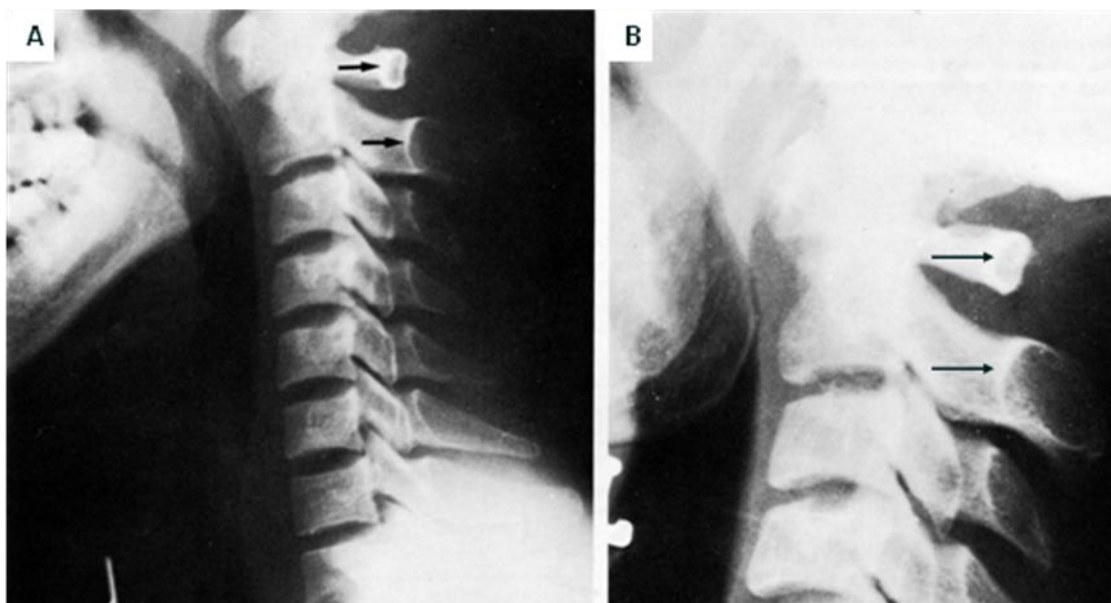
4. A. Radiografía lateral de columna cervical, hay desplazamiento anterior de la línea espino laminar a nivel de C1 (flecha superior) sobre C2 (flecha inferior) en un paciente normal. B. Paciente con desplazamiento anterior de C1 de causa traumática.
